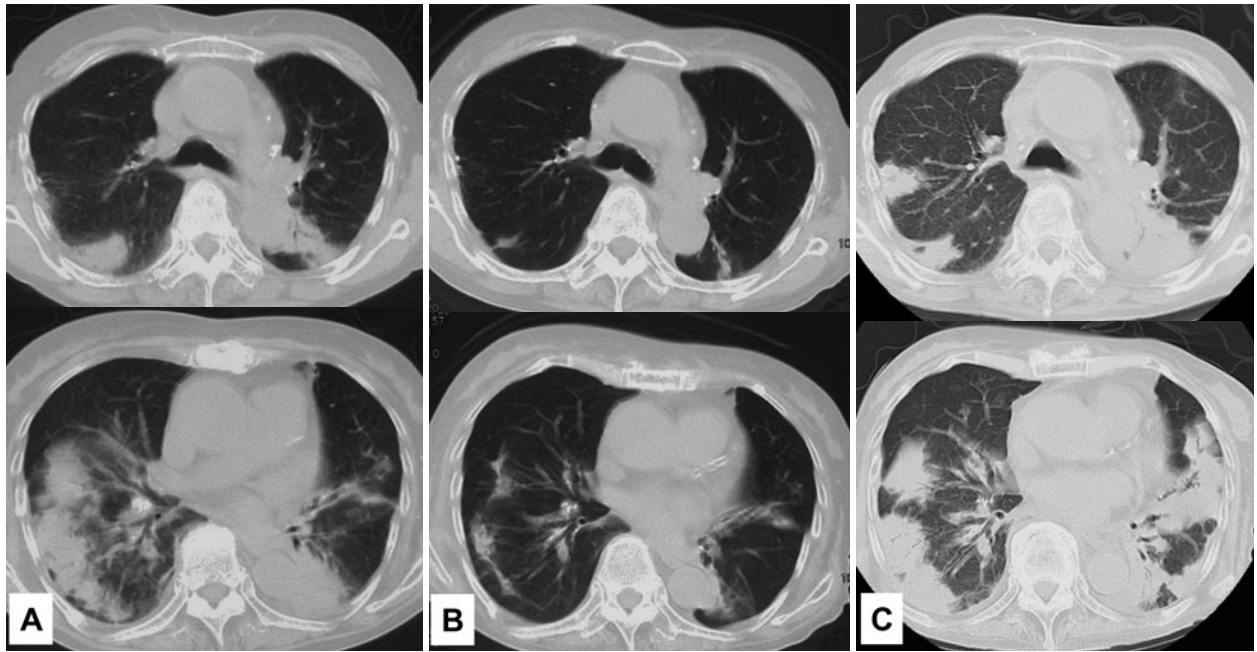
(A) Chest CT in February showed multiple patchy consolidations in bilateral lung fields. (B) Chest CT showed transient improvement of the shadows. (C) Chest CT in April showed a worsening of the shadows.
